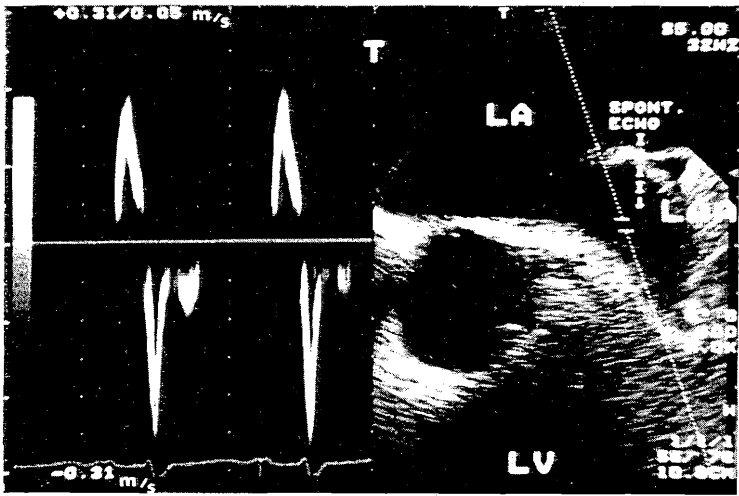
Bei spontaner echokardiographischer Kontrastierung im linken Vorhof und Zustand nach Embolie wird bei Sinusrhythmus eine verminderte Flußgeschwindigkeit von 0,2 m/s als Vorwärtsfluß und von 0,26 m/s als Füllungsfluß im gepulsten Doppler registriert (linke Bildhälfte)
